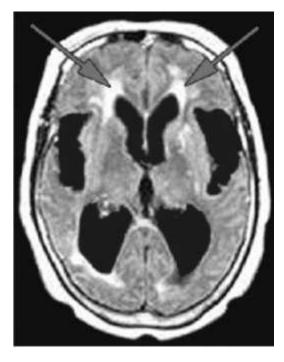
Перивентрикулярный отек при гидроцефалии (указан стрелками): MPT, FLAIR (T_2 с подавлением сигнала от свободной воды)
